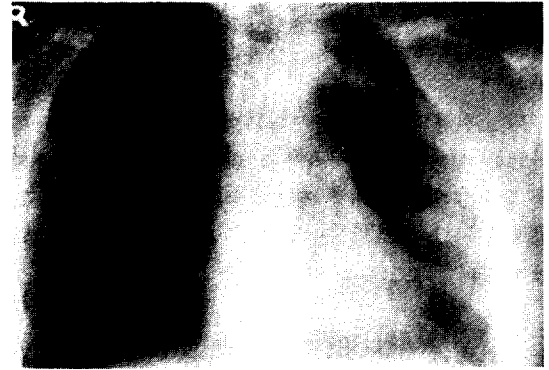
After operation, the simple chest radiography reveals that the mass was removed completely.
